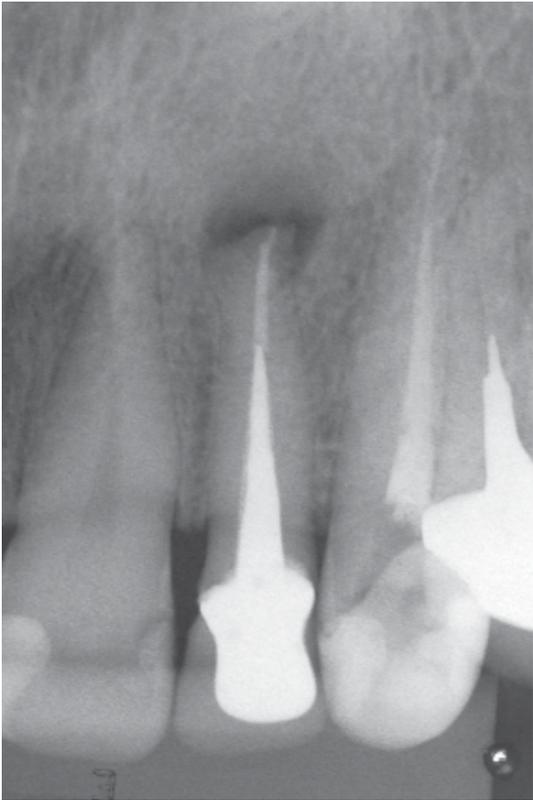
Radiografia do estudo
